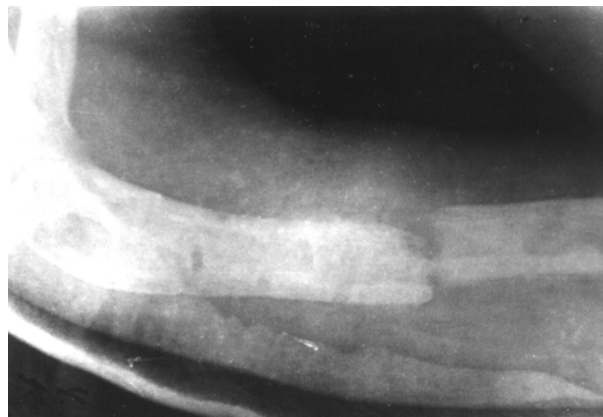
Рентгенограма хворого з псевдоартрозом плечової кістки
